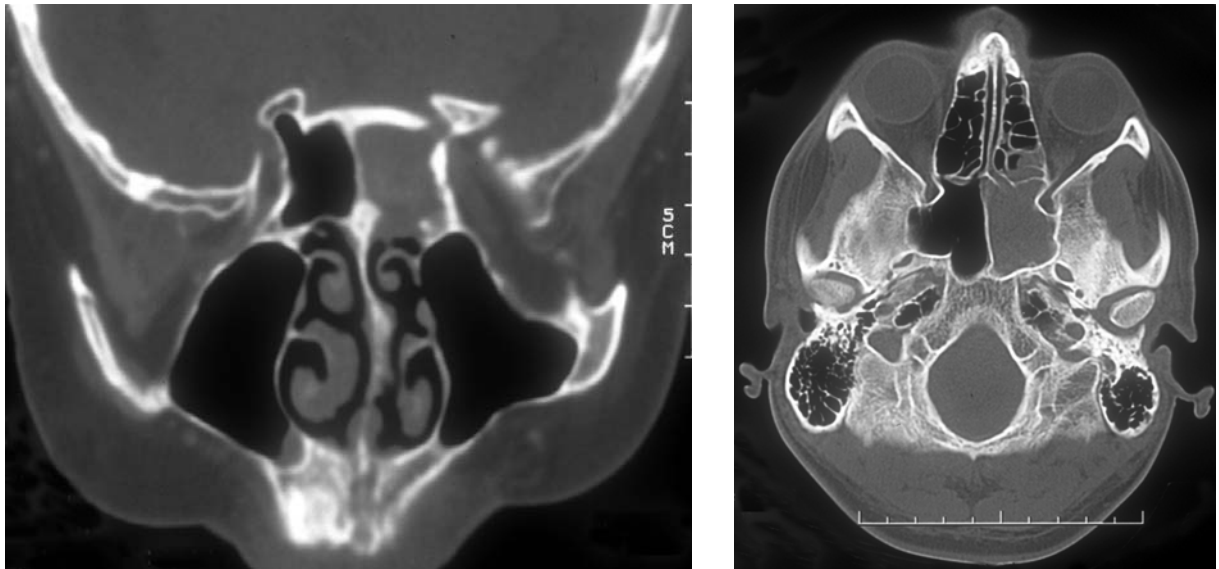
a (links) koronares CT und Abb. 18 b (rechts) axiales CT:
